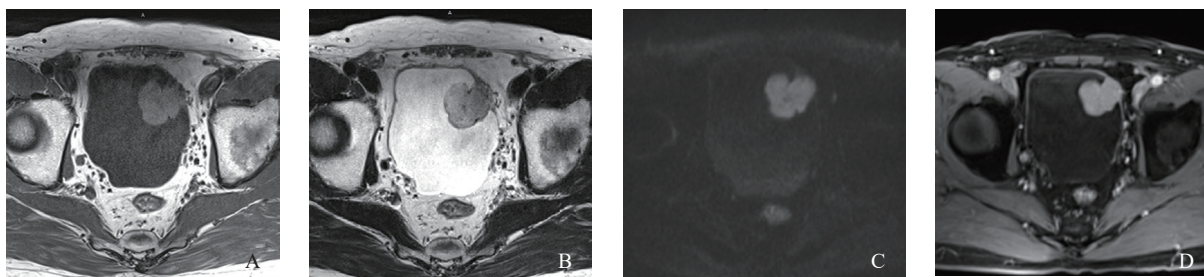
非功能性膀胱副神经节瘤(患者13)MRI图像
